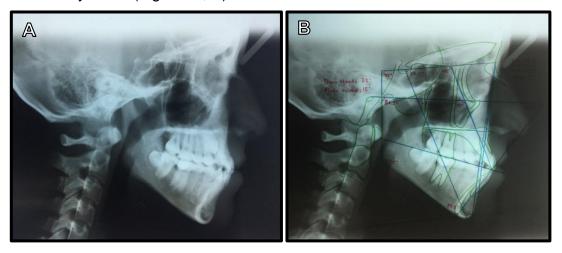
A) Fotografía de la radiografía lateral de cráneo, B) Fotografía de radiografía lateral de cráneo con trazado cefalométrico. Referencia propia.
